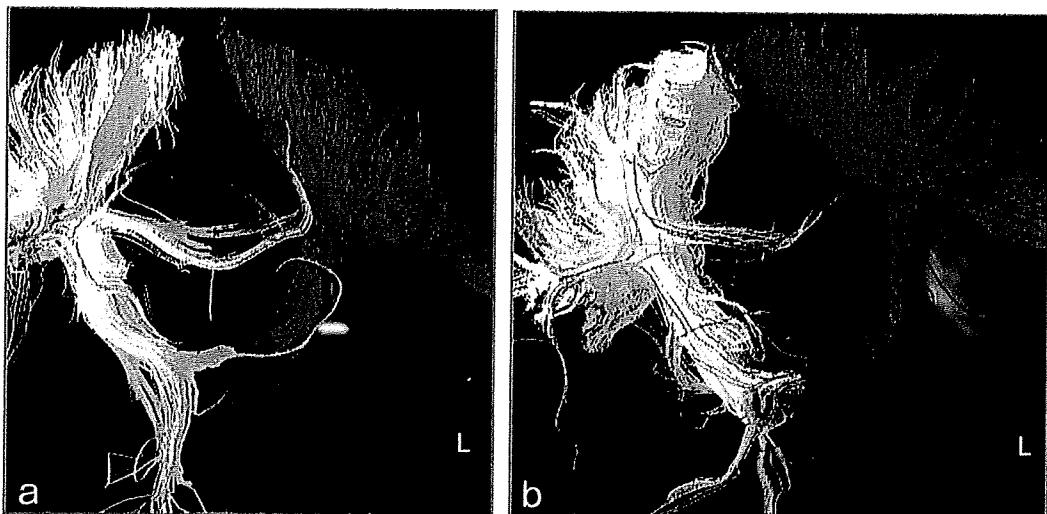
MRI diffusion tensor image
